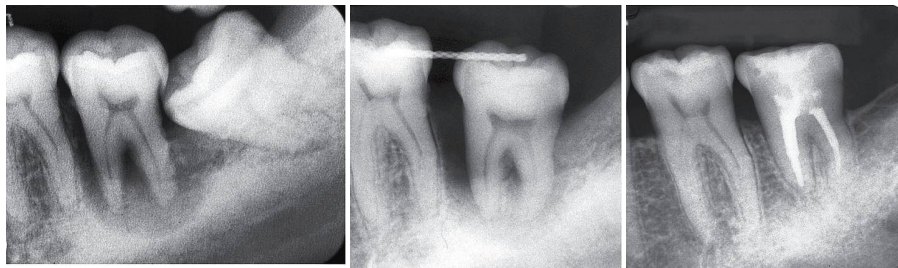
Regeneração óssea do alvéolo receptor após transplante (segundo molar com doença periodontal grave – imagem da esquerda; radiografia imediatamente após o transplante – imagem central; radiografia do follow-up após sete anos – imagem da direita).<sup>6</sup>
